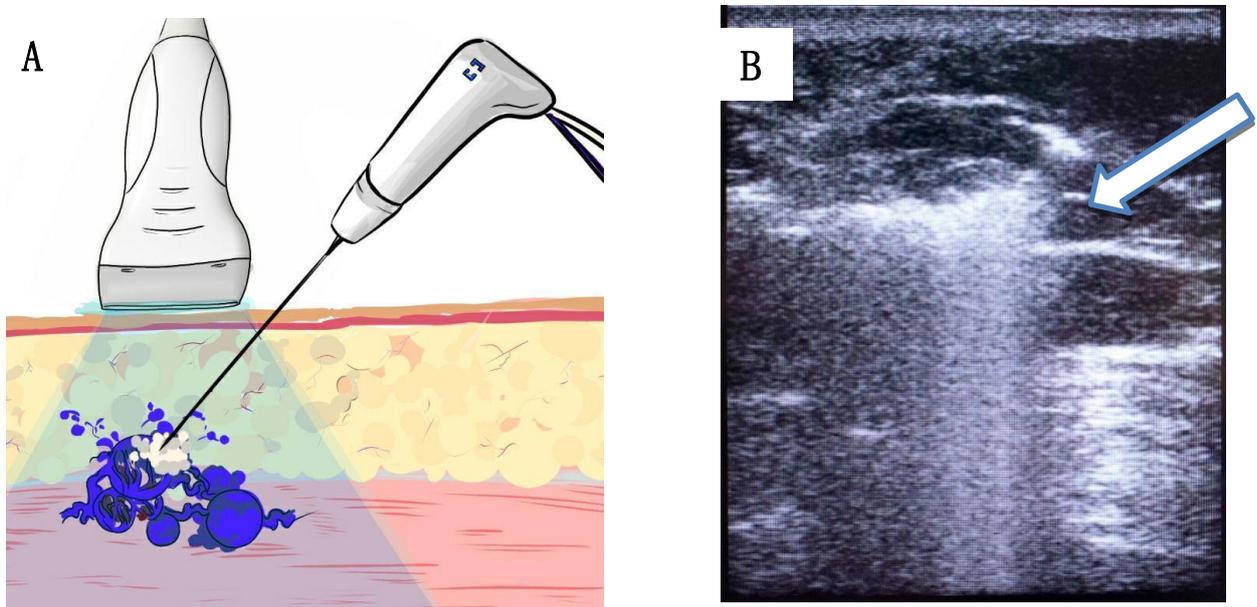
图 3超声引导下手术方案 (A) 和B型超声检查结果 (B)。RF0区域中的回波阳性信号 (箭头)
